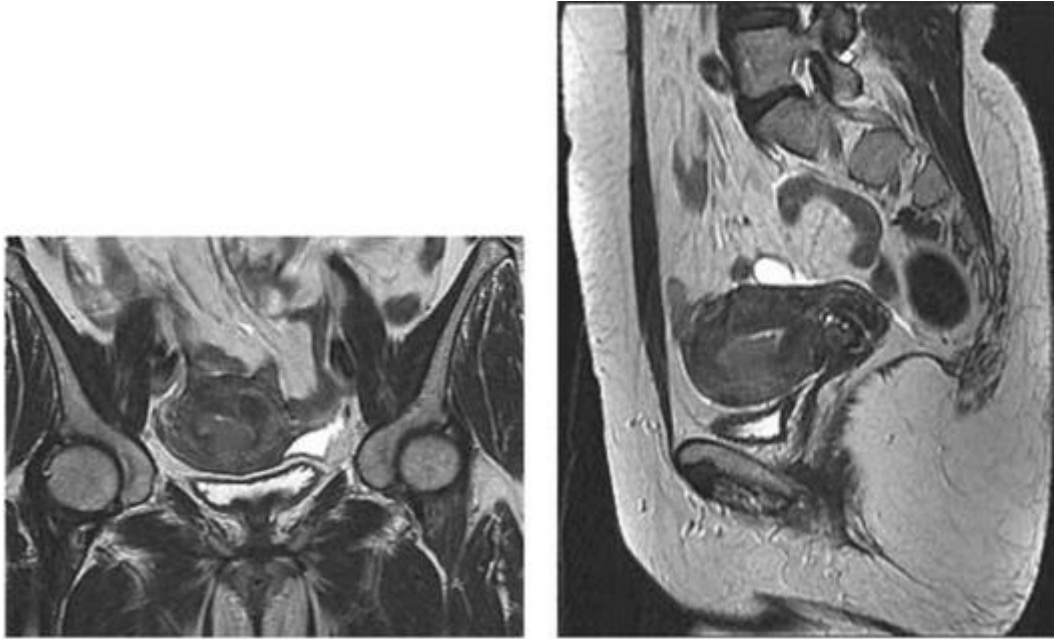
Т2-взвешенное изображение томограммы во фронтальной и сагиттальной плоскостях. Опухоль в полости матки, исходящая из передней стенки, с инвазией миометрия (рак эндометрия, стадия IV)
